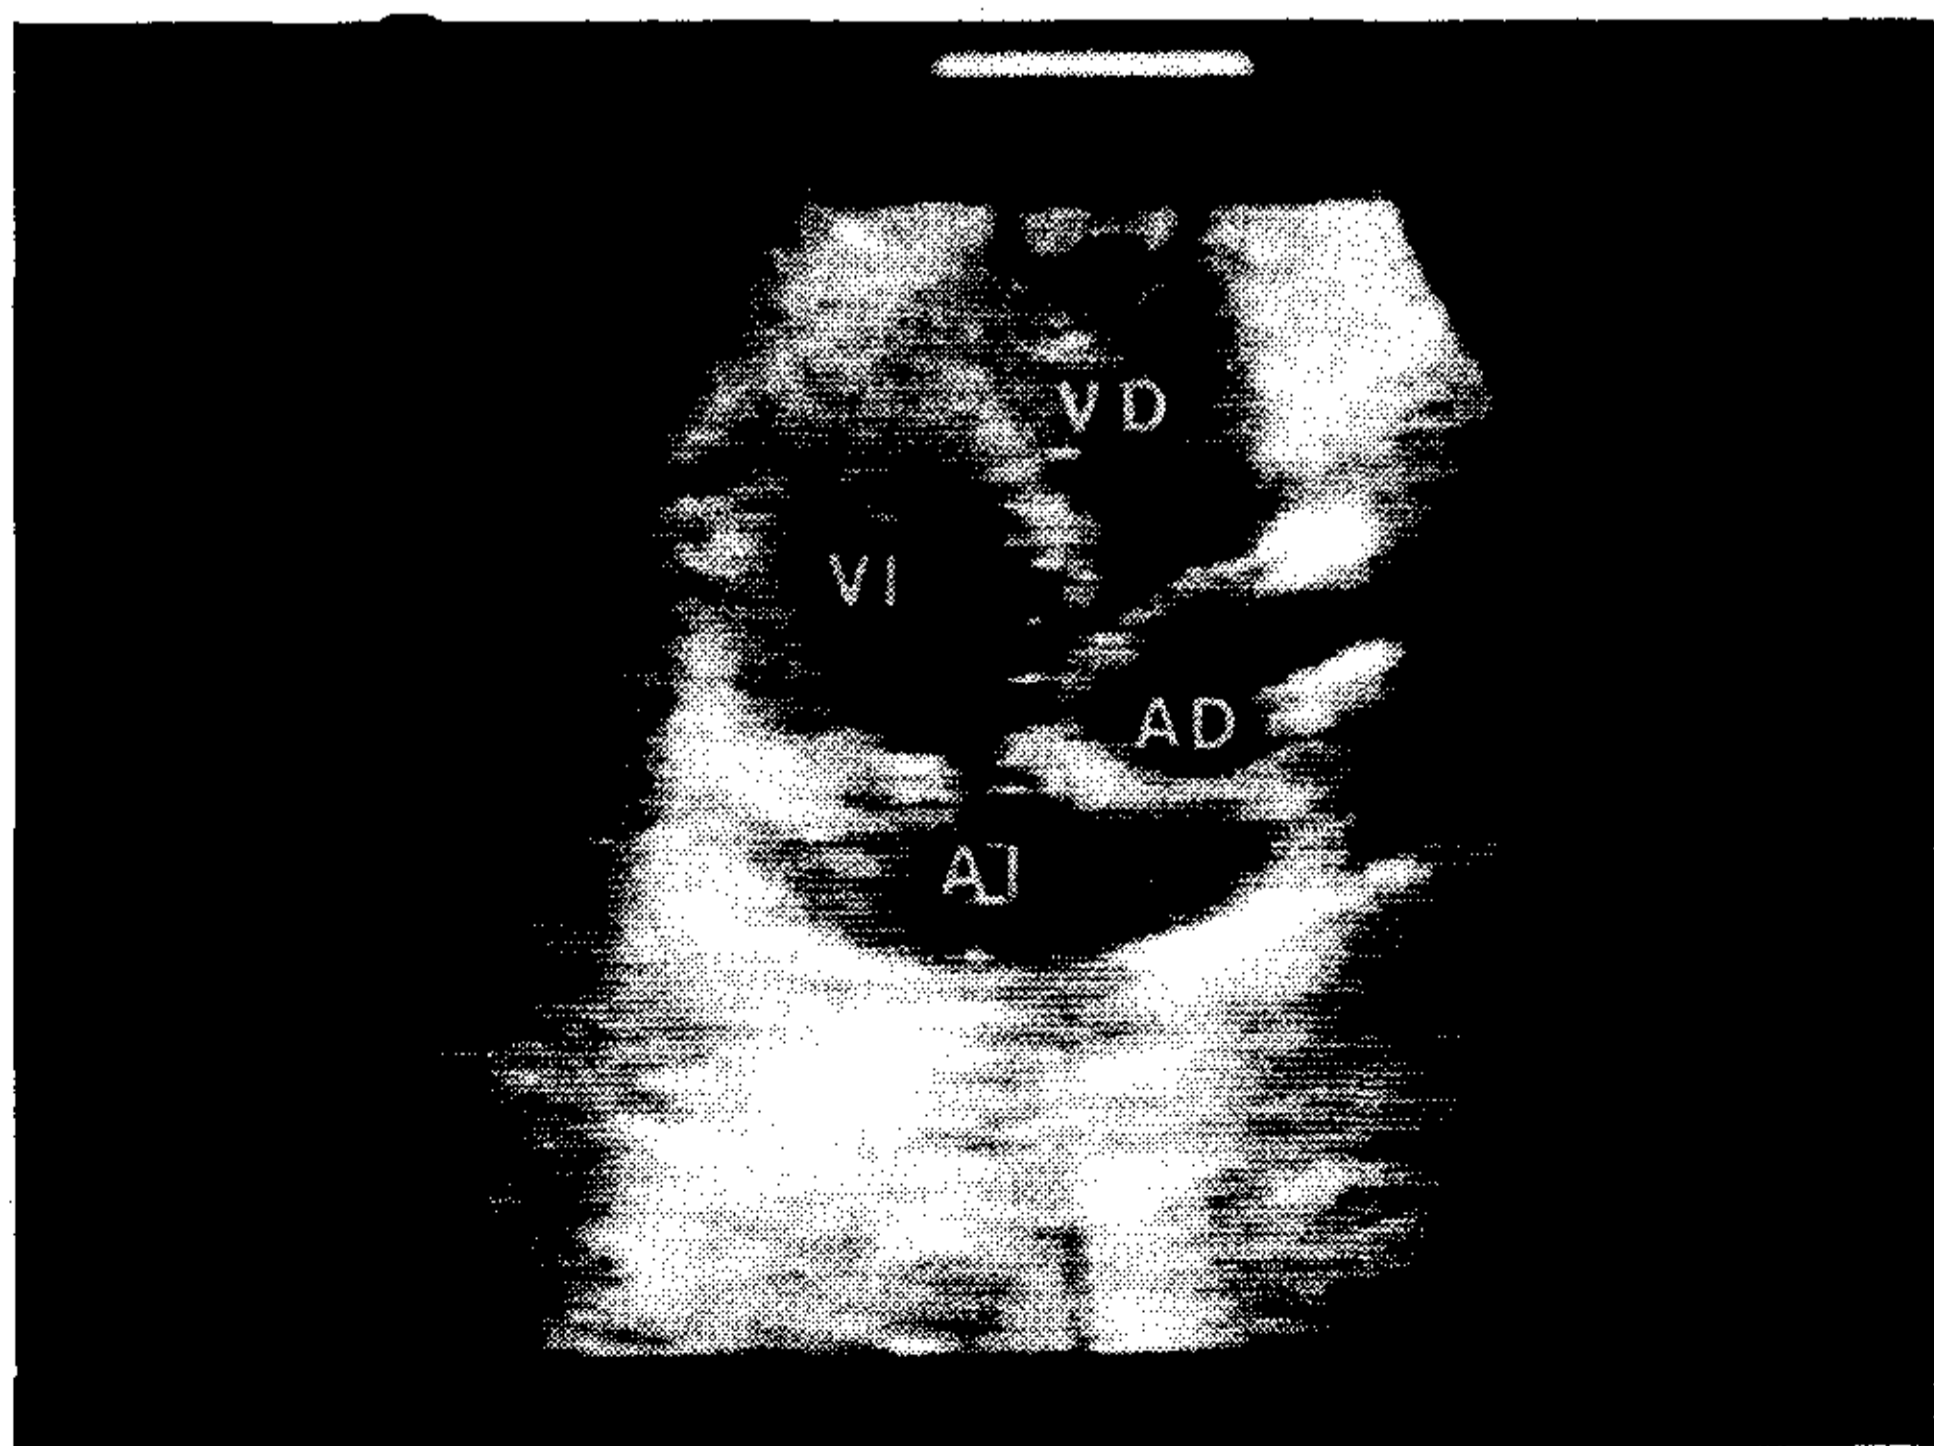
Ecocardiograma bidimensional en la sección apical de 4 cavidades en el paciente 1. Se observa angulación en la alineación del septum interventricular en su unión con el septum interauricular. VD: ventrículo derecho; AD: aurícula derecha; VI: ventrículo izquierdo; AI: aurícula izquierda.
